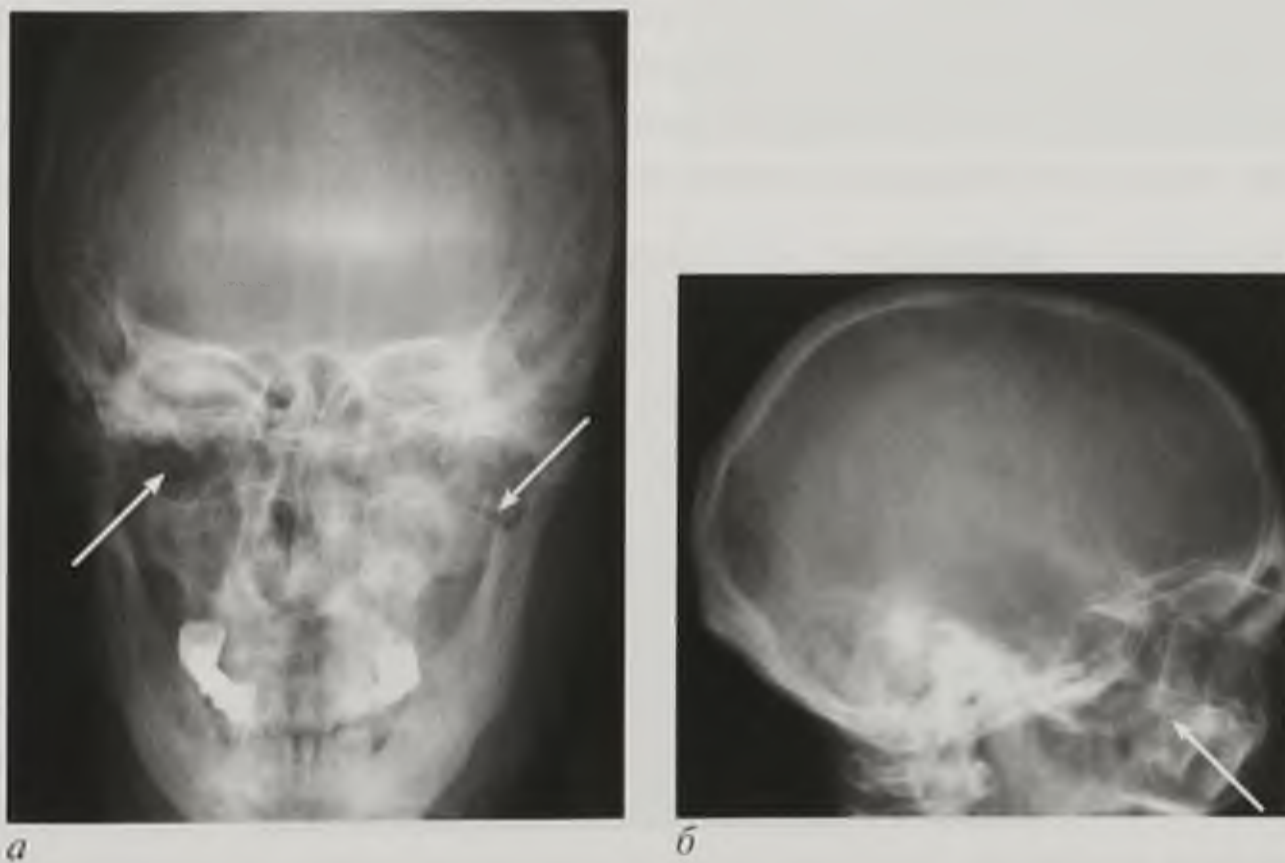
Рентгенограммы черепа в прямой (а) и боковой (б) проекциях. Перелом скуло-челюстного комплекса по типу Лефор II (стрелки)
